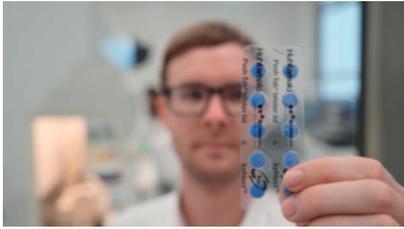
PET Mono-Blister sind bereits größtenteils Plug-and-Play-fähig und weisen eine hohe Recyclingfähigkeit auf. Durch eine Mikroritzung, die bei PET Mono-Blister in der Deckfolie möglich ist, wird Durchdrückbarkeit erleichtert (Quelle aller Abbildungen: Uhlmann Pac-Systeme).
